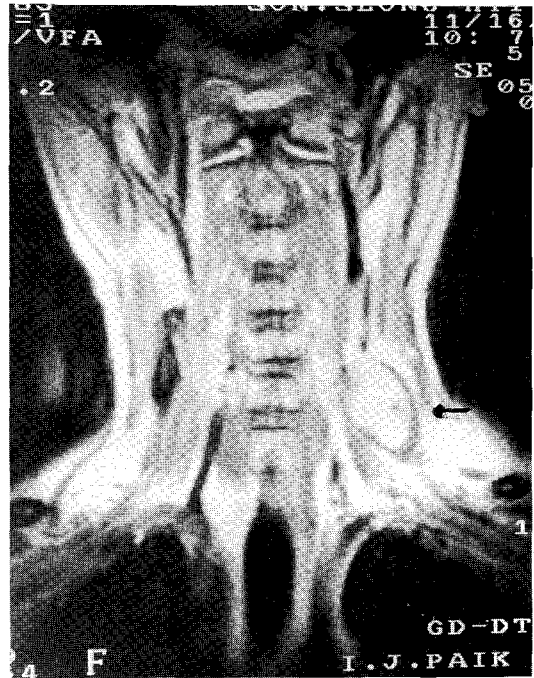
Clearly outlined Schwannoma of Brachial plexus is seen on MRI.
